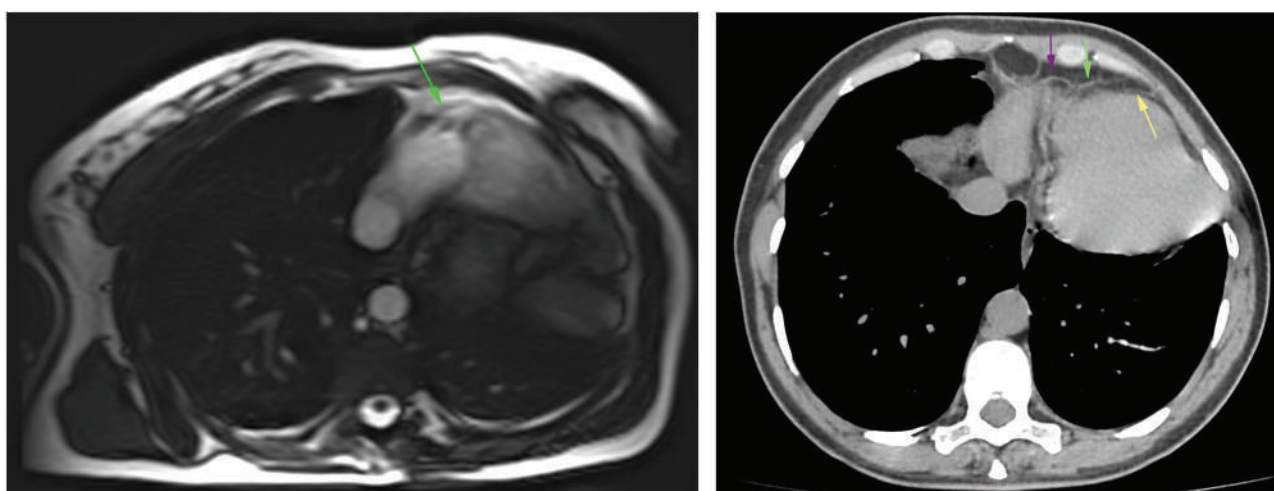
МРТ серця (а) і КТ серця (б), що демонструють виражену ротацію серця вліво і дозаду, зумовлену вродженою відсутністю перикарда. Елементи перикарда присутні справа (стрілки)
